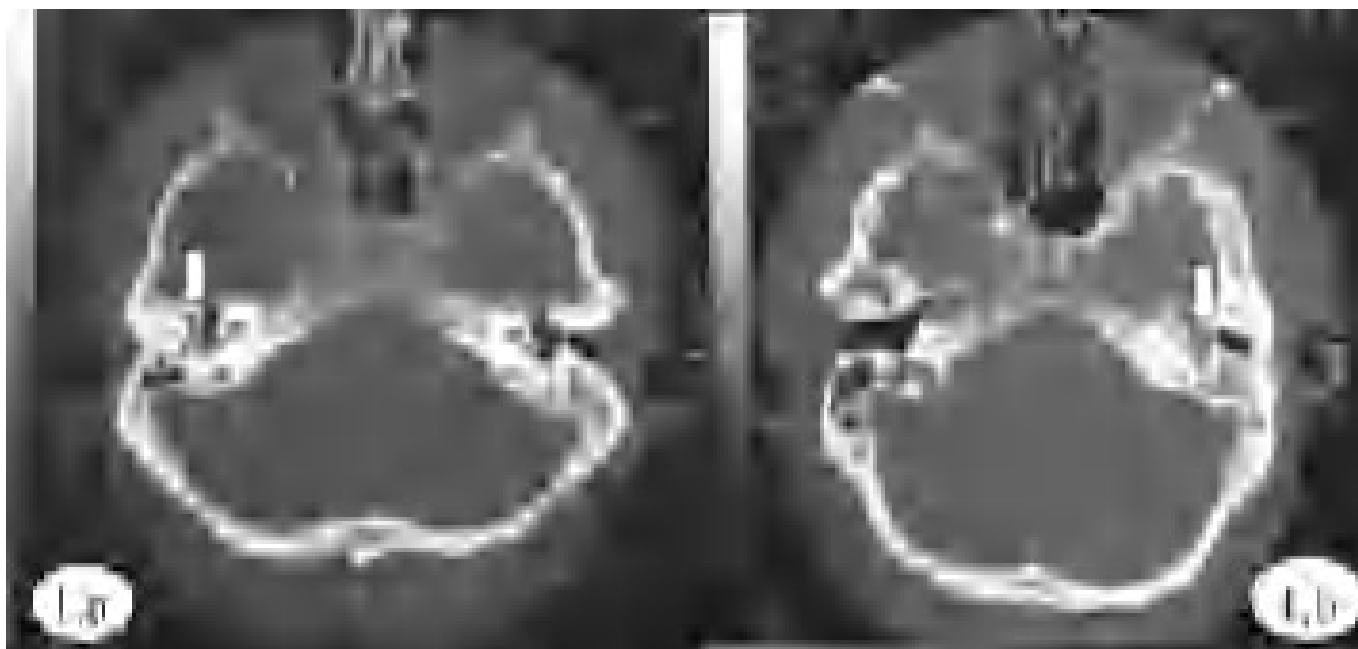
Tomografía Axial Computarizada. Figura 1a. TAC caso 1: en oído derecho se aprecia una ocupación parcial por material con densidad de partes blandas lateral a articulación incudomaleolar. Figura 1b. TAC caso 2: masa con densidad de partes blandas que ocupa la totalidad del oído medio englobando la cadena de huesecillos. Crece hacia la región atical y llega al antro mastoideo.
